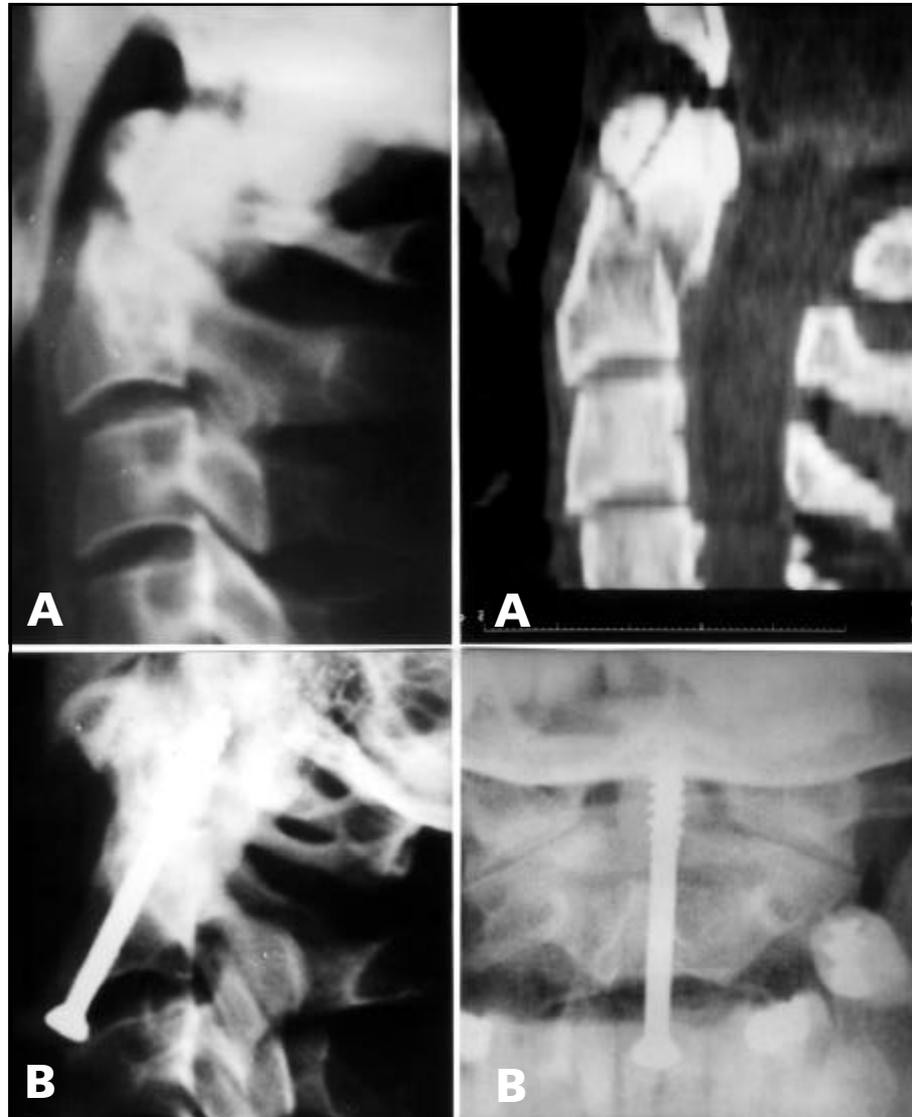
Radiografia simples e tomografia: pré-operatório de uma fratura Tipo II P (A). Controle pós-operatório desta fratura (B).
